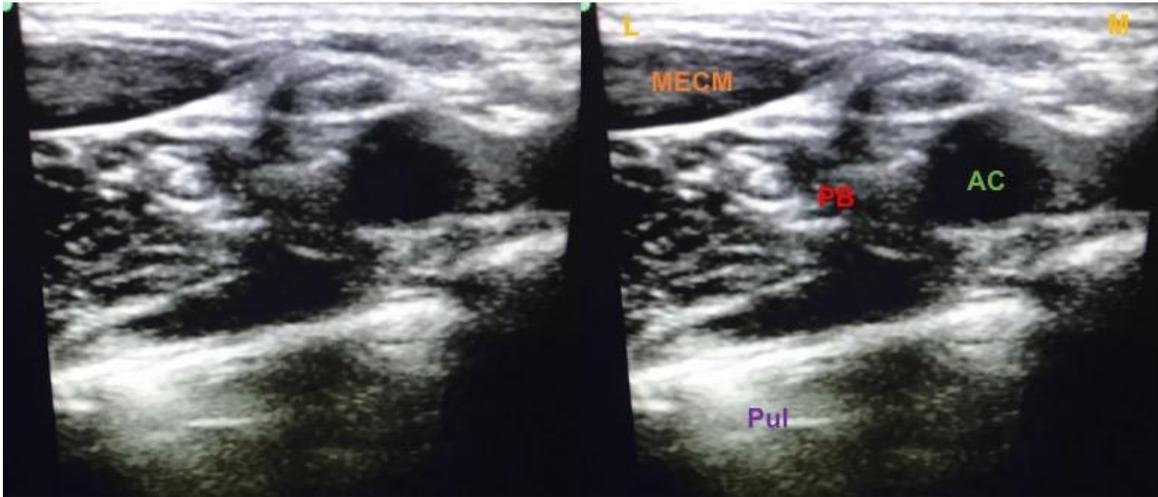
rastreo ultrasonográfico de región supraclavicular (izq). Rastreo ultrasonográfico de región supraclavicular con referencias (der) donde MECM: músculo esternocleidomastoideo, PB: plexo braquial, AC: arteria carótida, Pul: pulmón, L: lateral, M:medial imagen original del autor
